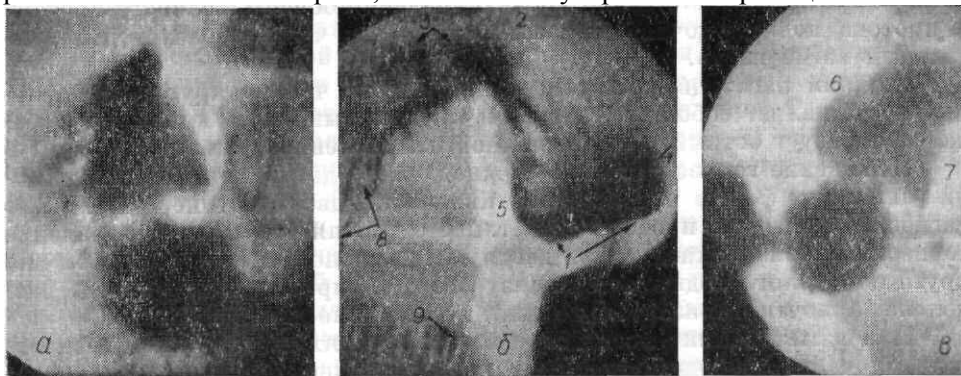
Рентгенограмма луковицы двенадцатиперстной кишки в прямой передней (а), правой (б) и левой (в) косых проекциях.
